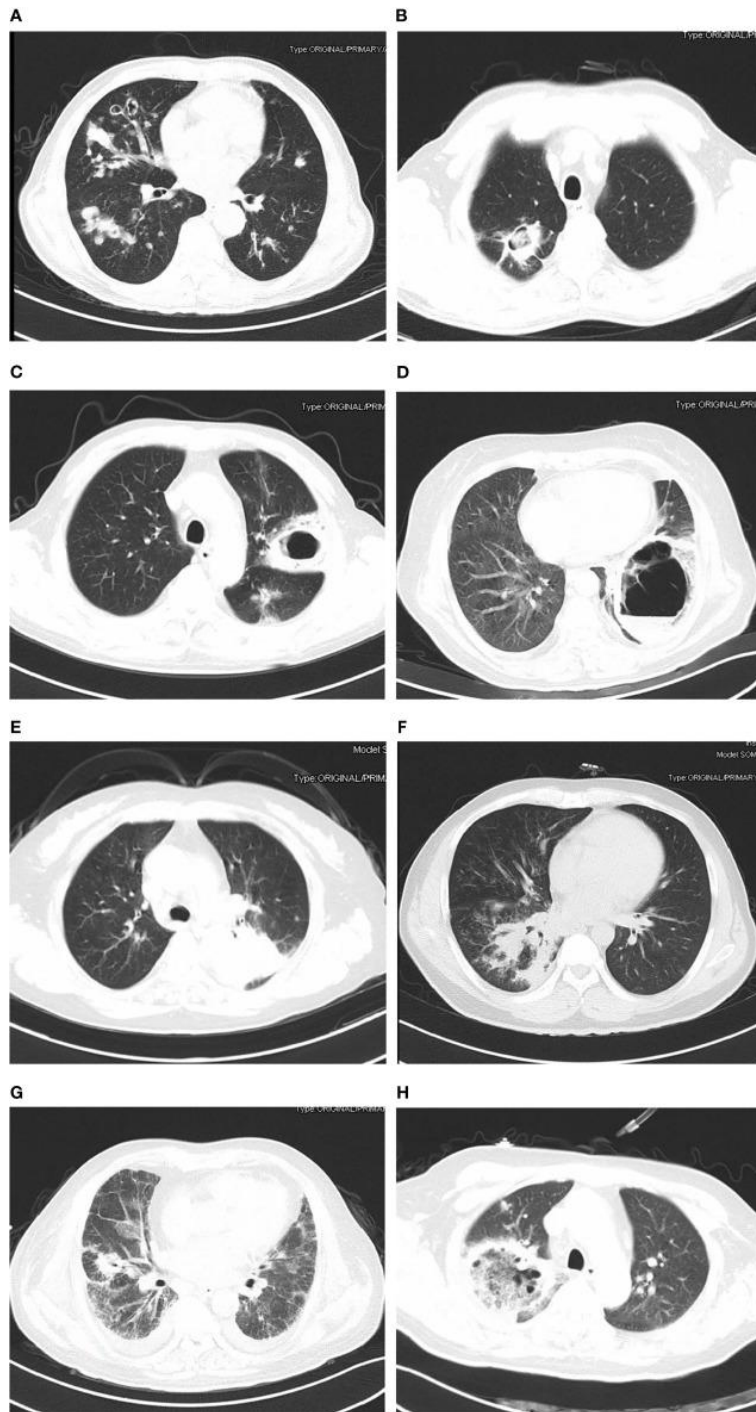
Hallazgos de la tomografía computarizada de tórax de la mucormicosis pulmonar. Pacientes con buena evolución: A, B; pacientes con peor evolución: C-H). (A) Múltiples lesiones pleomórficas en ambos pulmones; (B) cavidad con nódulo (*Mucor* coinfectado con *Aspergillus*); (C) cavidad en el pulmón izquierdo; (D) sombra de cavidad de paredes gruesas con nivel de gas-líquido (*Mucor* co-infectado con *Klebsiella pneumoniae*); (E) sombra de masa en el lóbulo superior del
